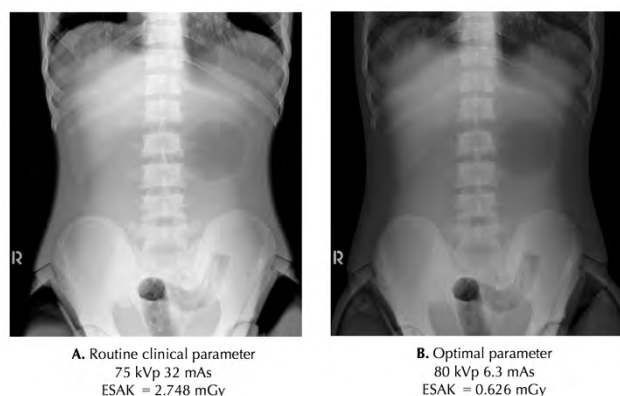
Abdominal radiography using routine clinical and optimal parameter in 21 cm thickness in abdomen.
